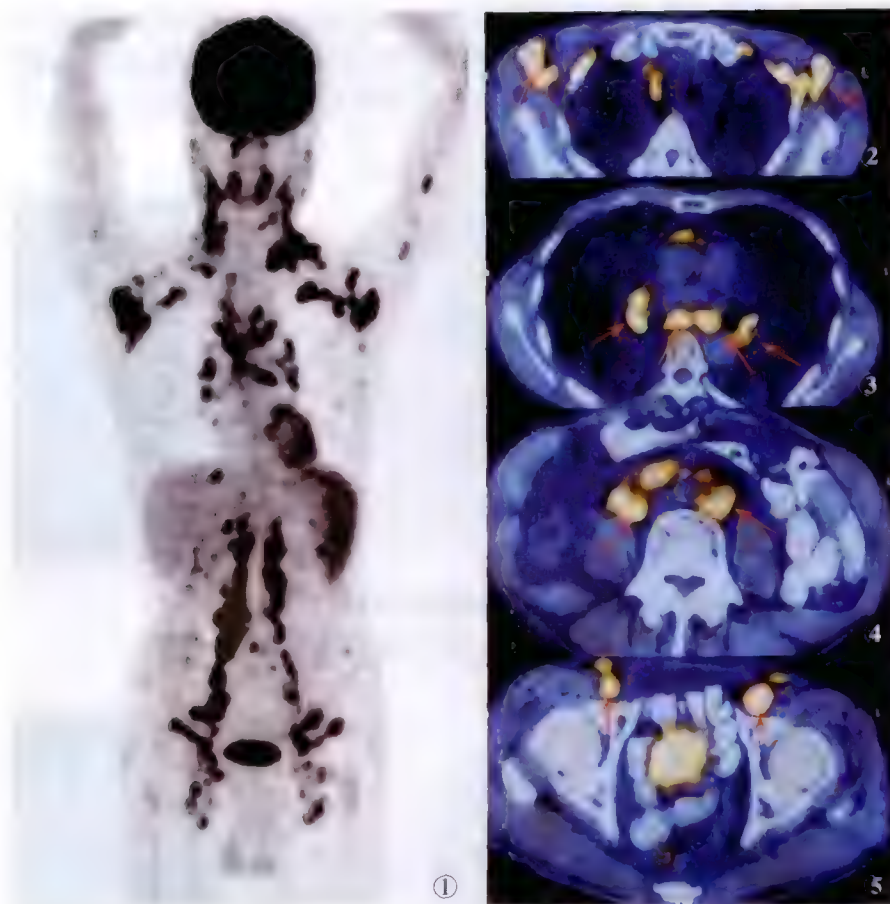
恶性淋巴瘤 ^{18}F -FDG PET/CT 显像
